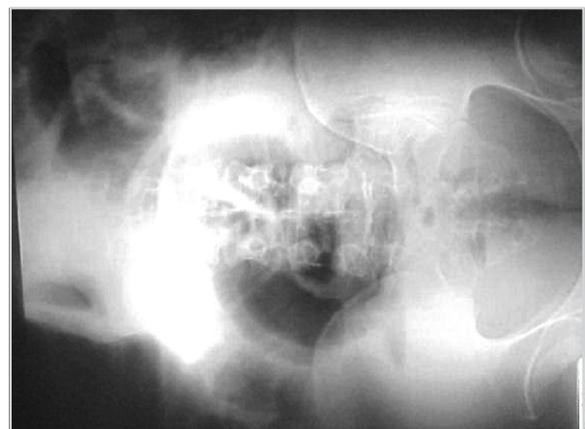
Radiografía simple de abdomen del mismo paciente de la figura anterior después de la intubación rectosigmoidea descompresiva notar el desaparecimiento del signo de Von Wahl.
